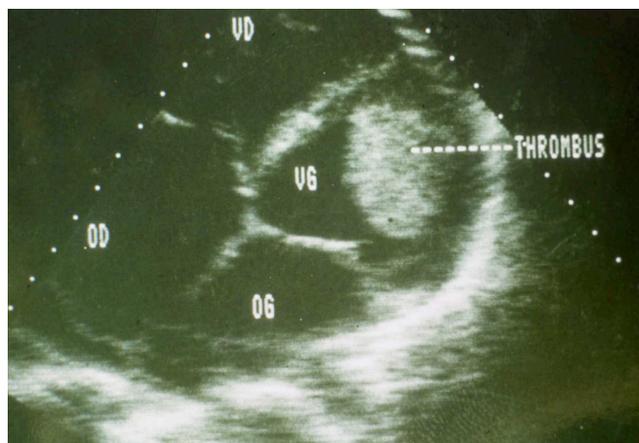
Echocardiographie transthoracique en incidence sous-costale : volumineuse dilatation du ventricule gauche, présence d'un thrombus intraventriculaire gauche.
